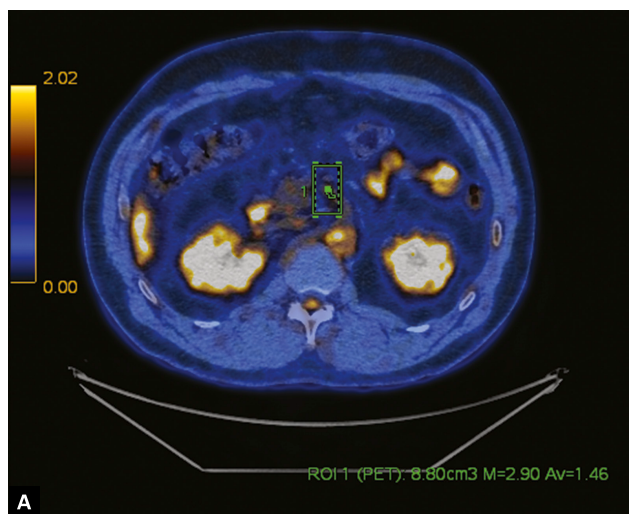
Badanie 18F-FDG PET/CT – w projekcjach poprzecznej i strzałkowej widoczna poszerzona tętnica krezkowa górna do 11 mm z rozlanym, miernie wzmożonym metabolizmem 18F-FDG, SUV_{max} 2,3
